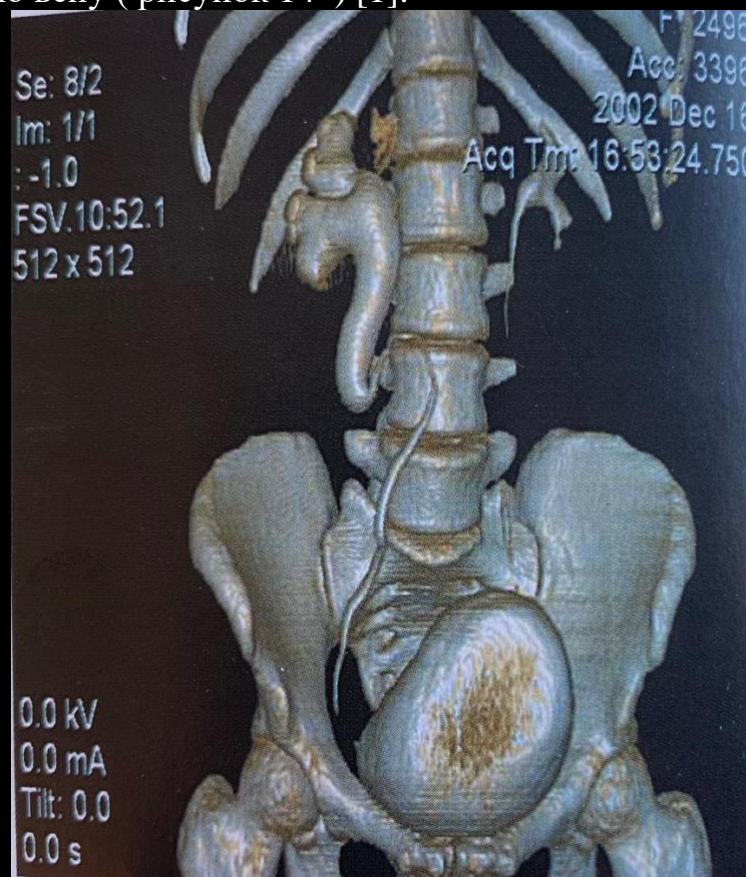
Мультиспиральная компьютерная томография, 3D- реконструкция, ретрокавальный мочеточник (Учебник «Урология» 2014)
